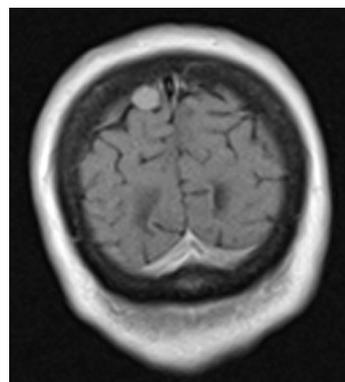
Пациентка Z. МРТ T1 ВИ. Опухоль в конвекситальных парасагитальных отделах правой теменной доли.
